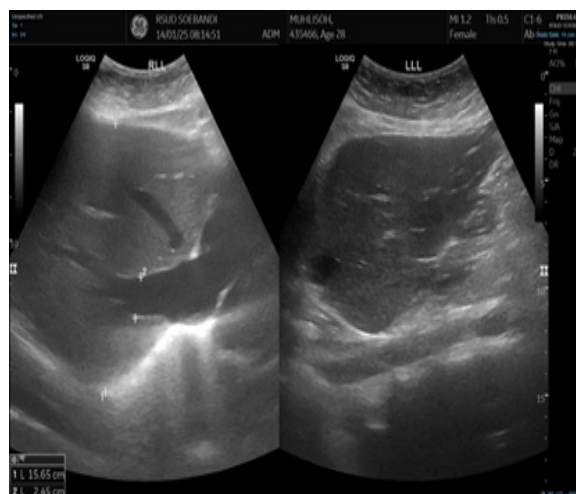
Foto Hasil Evaluasi USG
